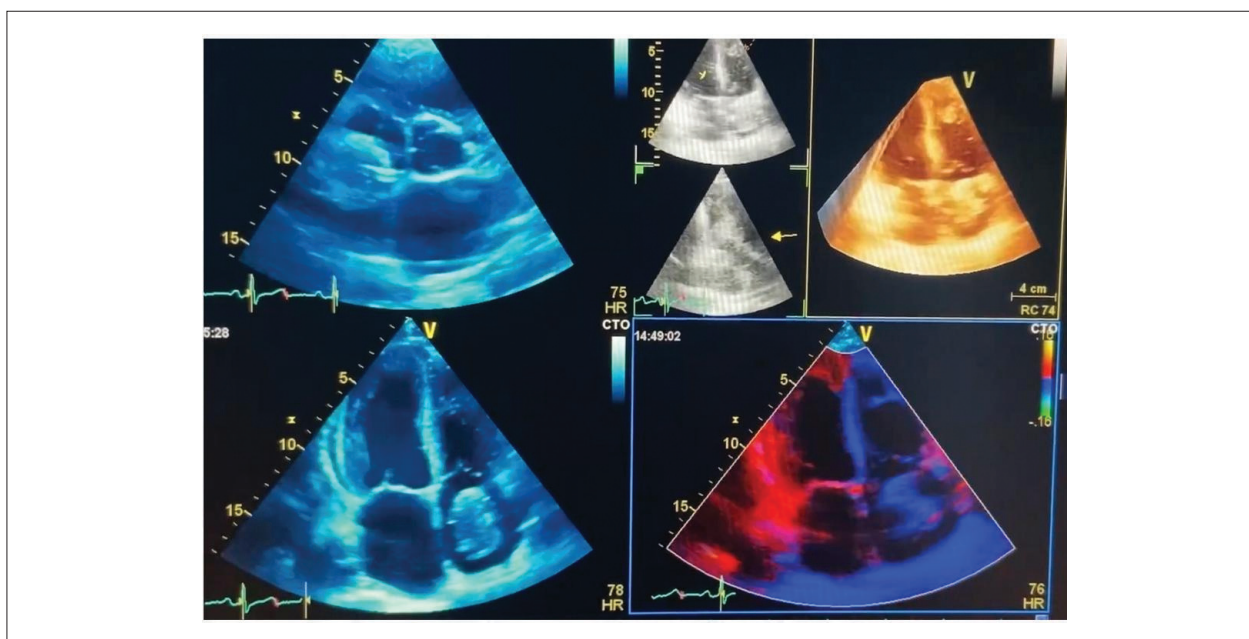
Documentação do mixoma atrial pelo Doppler colorido e pela avaliação em 3D.
